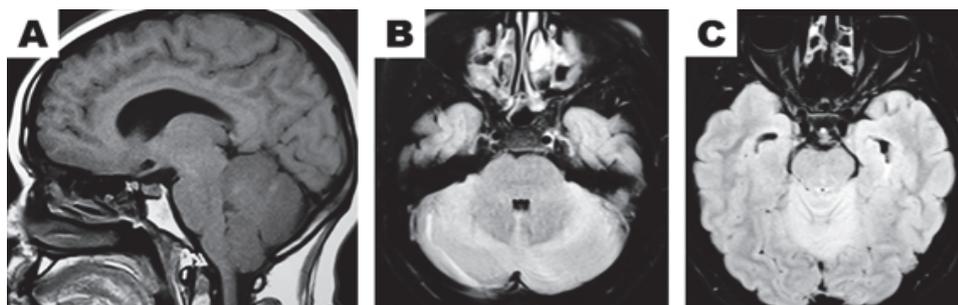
A: T1 sagital. B y C FLAIR con hiperintensidad cerebelosa difusa. Nótese la compresión del IV ventrículo y el acueducto de Silvio.
